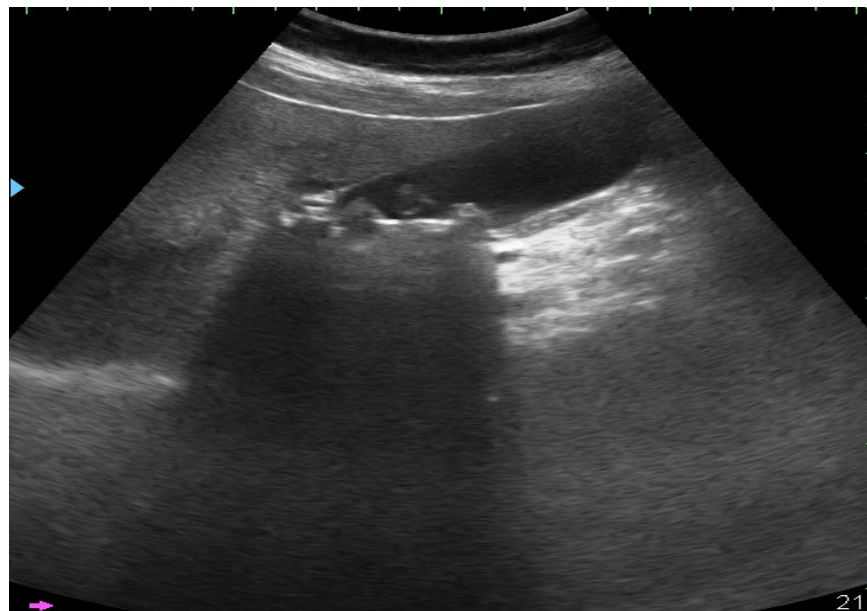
УЗИ. «Двойной контур» стенки желчного пузыря
